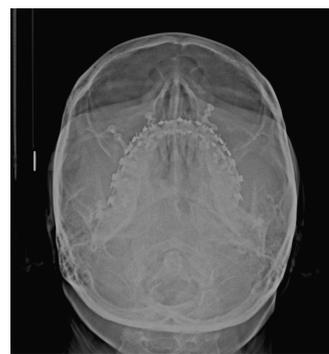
Radiografia submento-vértex
